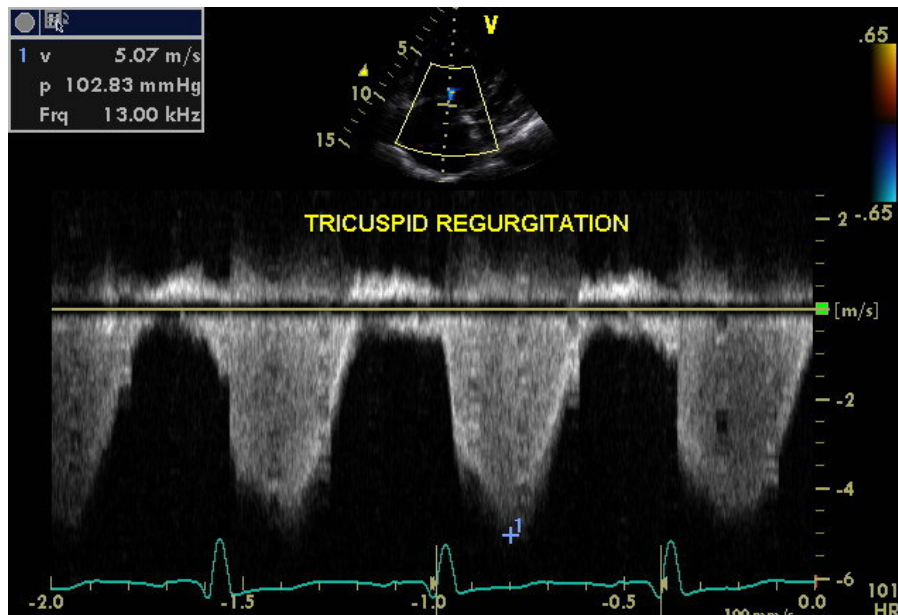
Medida do gradiente de pressão no pico sistólico da regurgitação tricúspide (GRADTRIC) ao Doppler espectral contínuo
